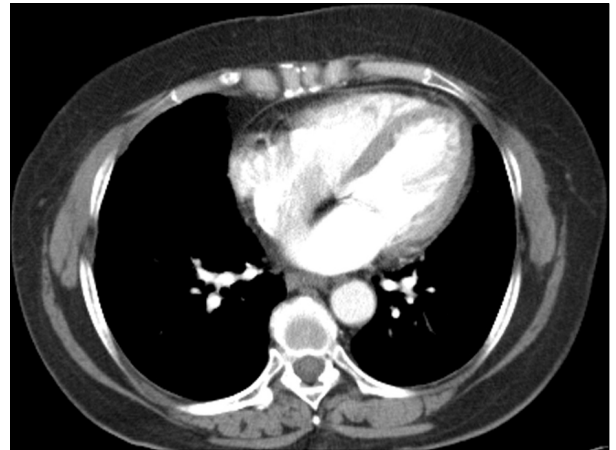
Chest CT finding. It shows no hilar lymphadenopathy.
